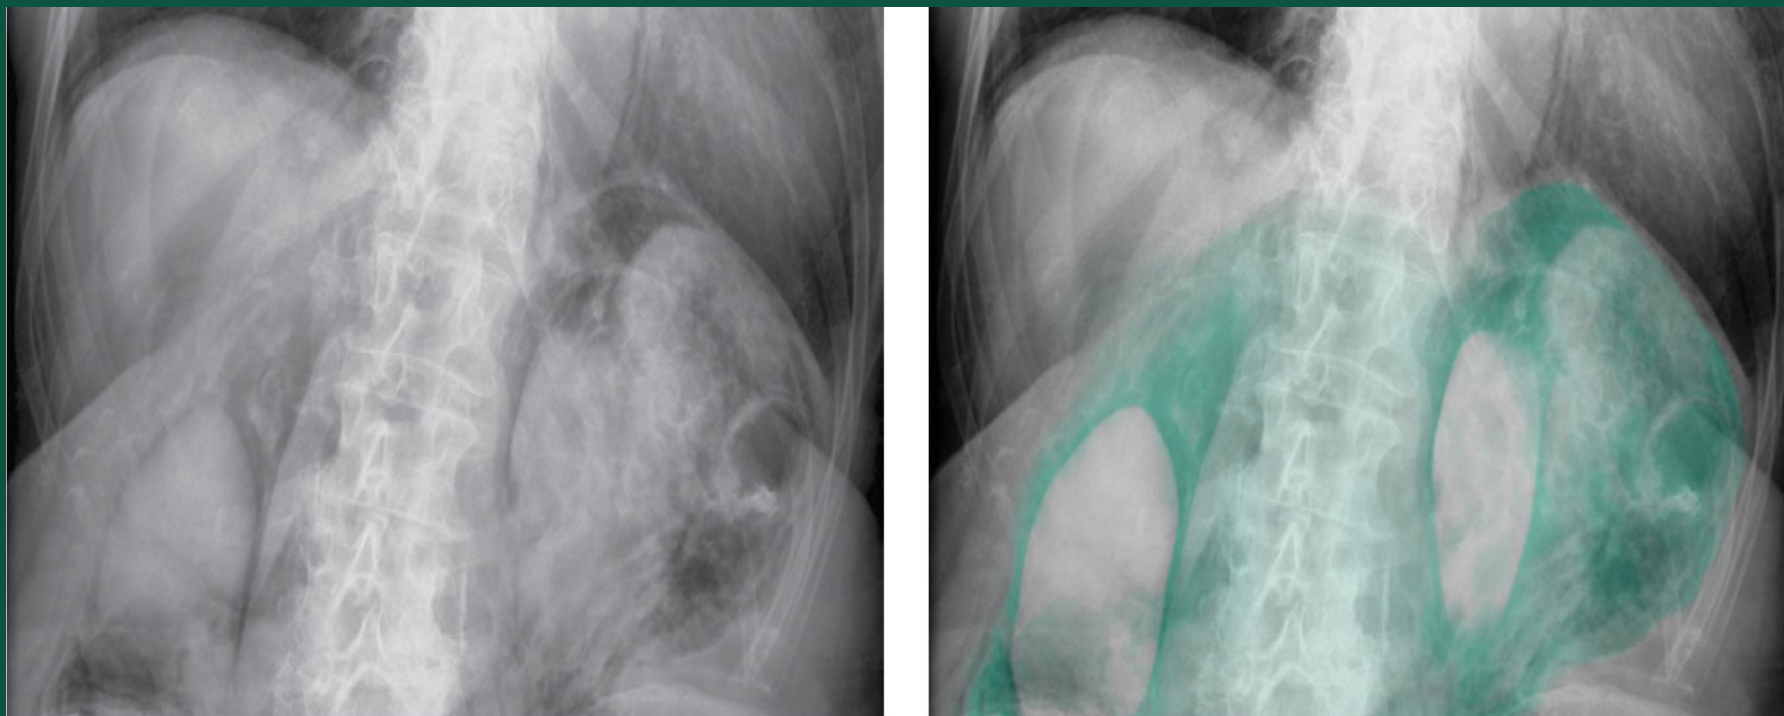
Обзорные рентгенограммы брюшной полости и забрюшинного пространства — справа цветом выделен пневморетроперитонеум вокруг почек.
